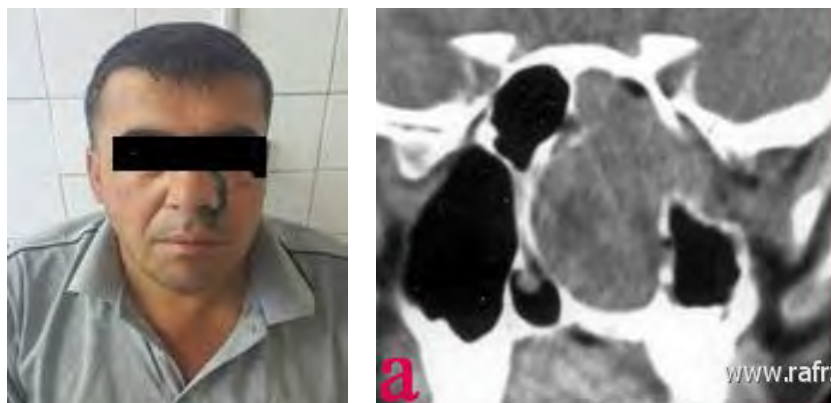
Больной А. 1972 г.р. Фрагменты магнитно-резонансной томограмм с аксиальной проекции у больного с ЮАН
